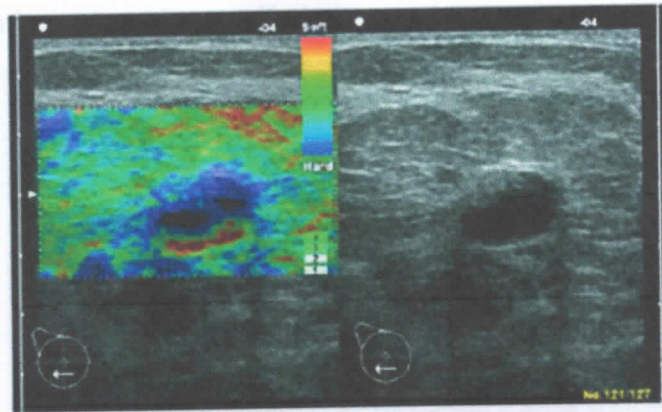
Escala de UENO 1\*. Lesión hipoeoica de contornos parcialmente definidos que no presenta un claro refuerzo acústico posterior en paciente intervenida de cáncer de mama. Mediante la elastosonografía se identificó el patrón de las tres capas, diagnóstico de quiste. Diagnóstico: quiste oleoso (cortesía del Dr Sergi Ganau. UDIAT. Sabadell).
